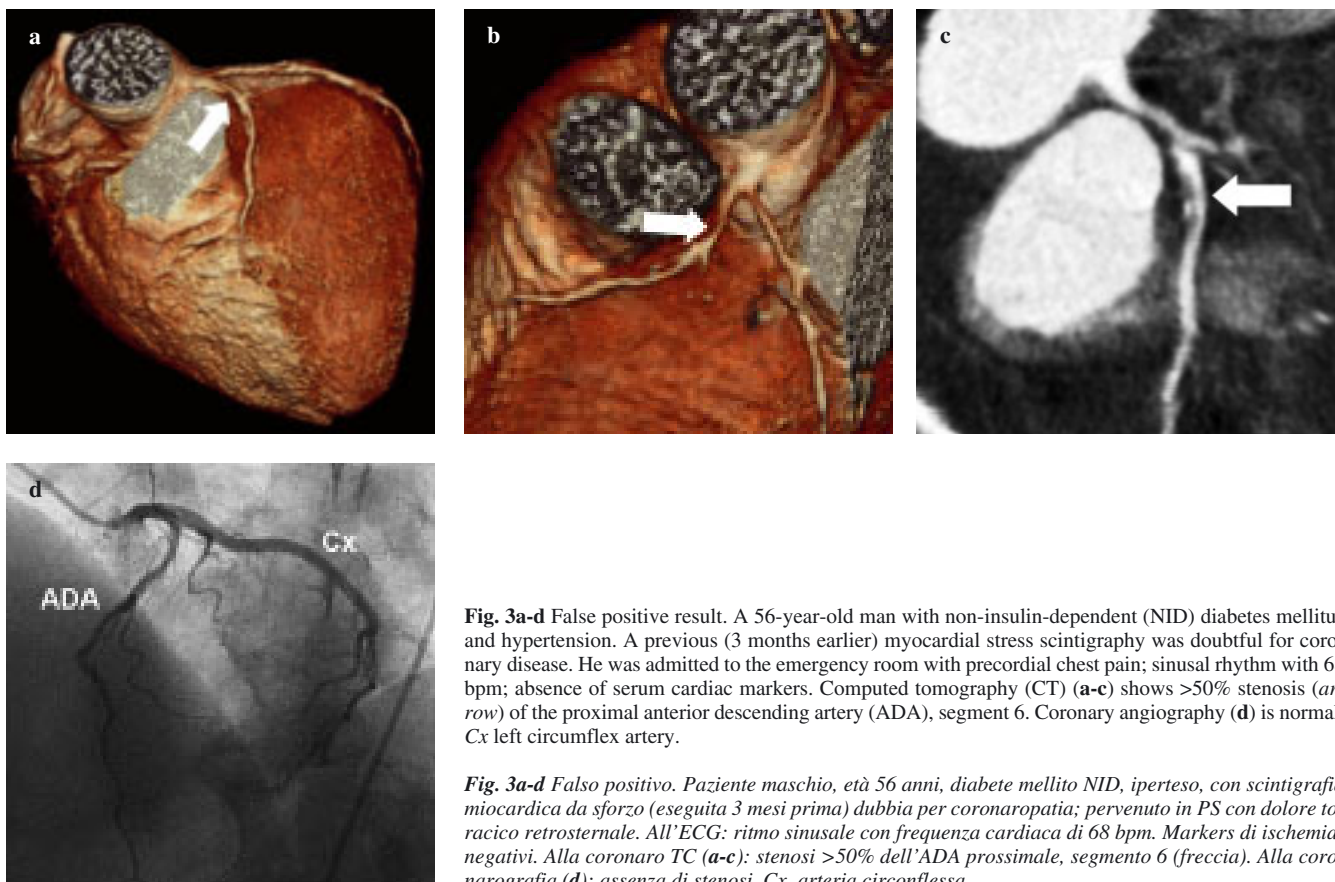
False positive result. A 56-year-old man with non-insulin-dependent (NID) diabetes mellitus and hypertension. A previous (3 months earlier) myocardial stress scintigraphy was doubtful for coronary disease. He was admitted to the emergency room with precordial chest pain; sinus rhythm with 68 bpm; absence of serum cardiac markers. Computed tomography (CT) (a-c) shows >50% stenosis (arrow) of the proximal anterior descending artery (ADA), segment 6. Coronary angiography (d) is normal. Cx left circumflex artery.
